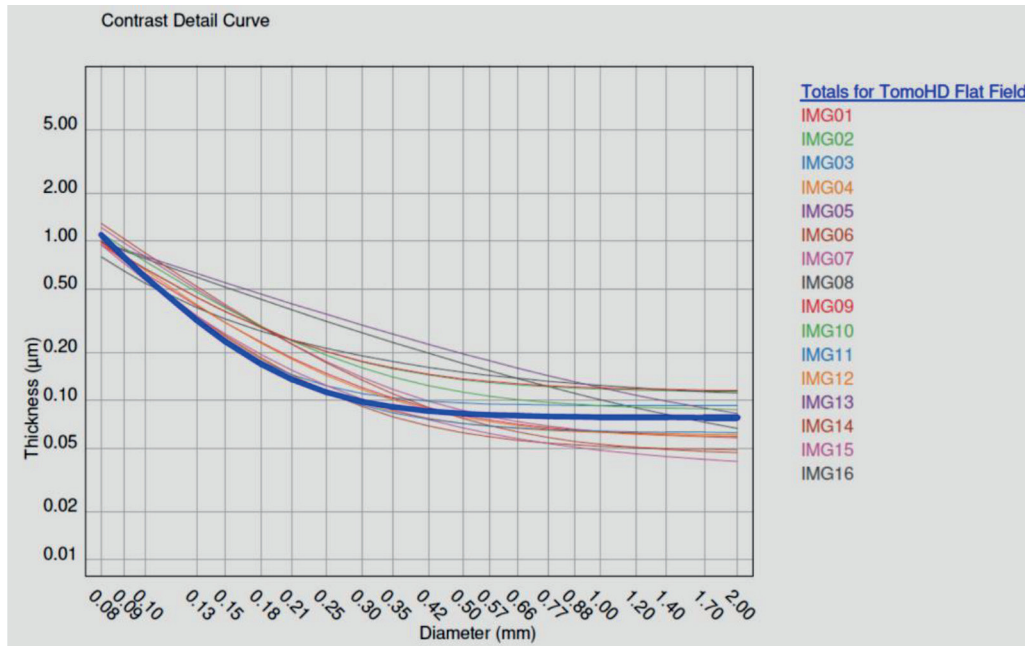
Curvas contraste-detalle obtenidas con el maniquí CDMAM 4.0 a partir de los cortes reconstruidos en foco. Nótese la variabilidad debida al procesamiento utilizado por el equipo para la reconstrucción (imágenes obtenidas en TomoHD flat field. Ficheros CT. Mamógrafo Hologic 3Dimensions. Cortesía de M.J. Buades).
